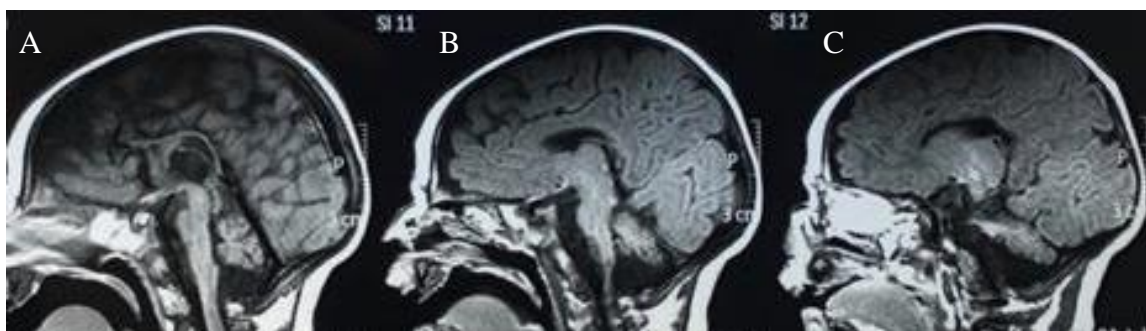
Caso 9.1. RM com 1 ano de idade. Sequência em Sagital T1, evidenciano severa hipoplasia pontocerebelar e afilamento do corpo caloso
